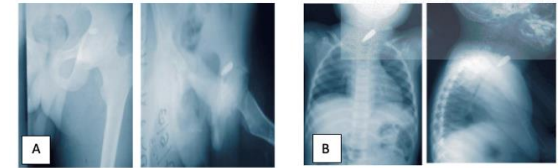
Images de projectile sur des radiographies standard
